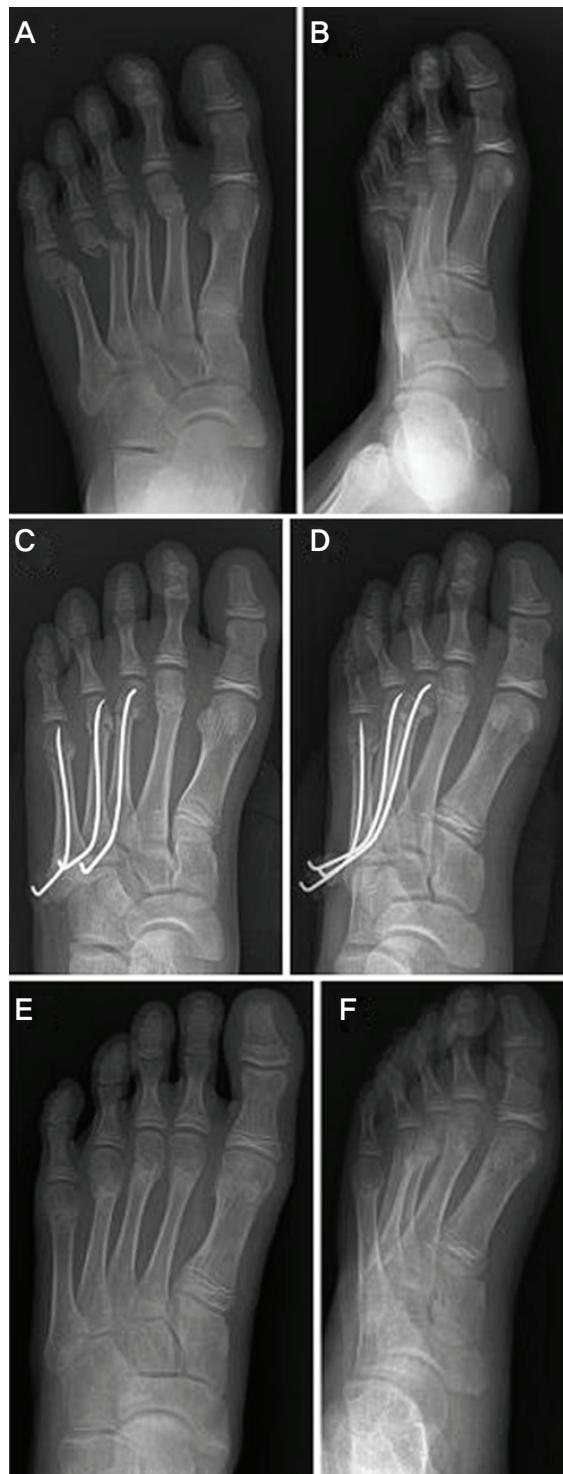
Preoperative radiographs of anteroposterior view (A) and oblique view (B) show fracture of the 2,3,4,5th metatarsal neck. The 3,4,5th metatarsal head is displaced dorsolaterally and angulated. Post-operative radiographs of anteroposterior view (C) and oblique view (D) show reduction of the metatarsal neck fractures. Last follow up radiographs of anteroposterior view (E) and oblique view (F) taken at eight week of the operation show union of the fracture.
